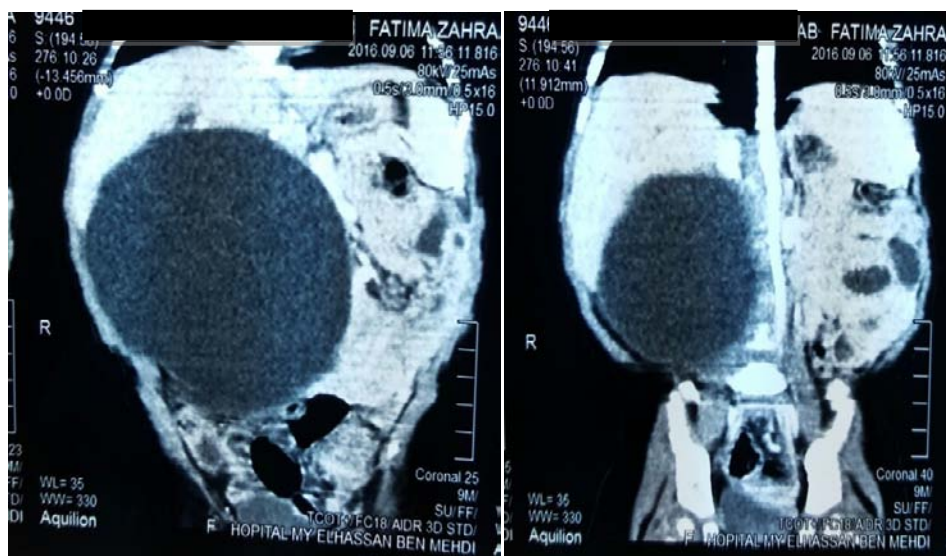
Coupes axiales d'une TDM abdominale après injection du PDC montrant une dilatation kystique de la VBP classée type IVa selon TODANI chez une fille de 5ans.
